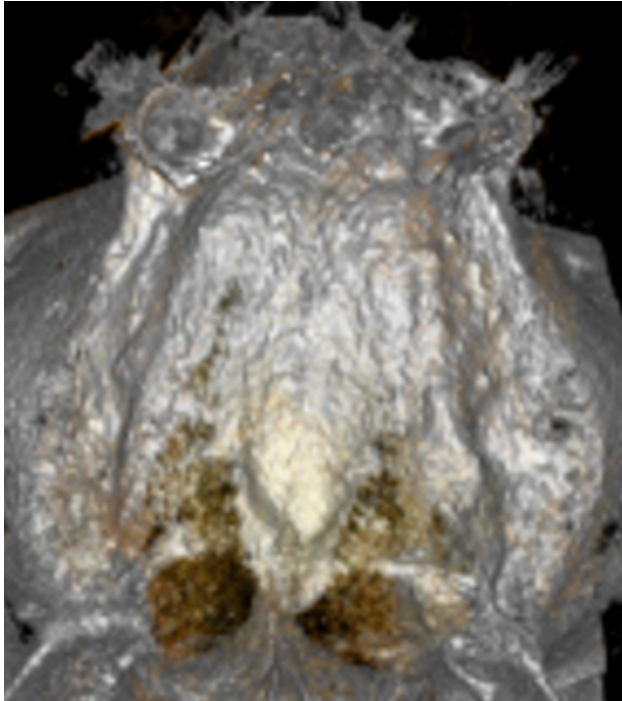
Randare tridimensională CBCT a palatului osos, vedere inferioară. Torus palatin.
